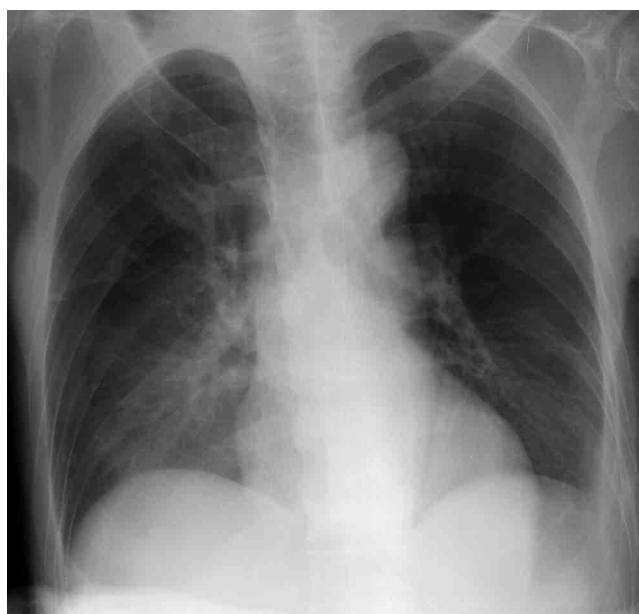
当科初診以前(平成16年7月15日)の胸部X線写真
